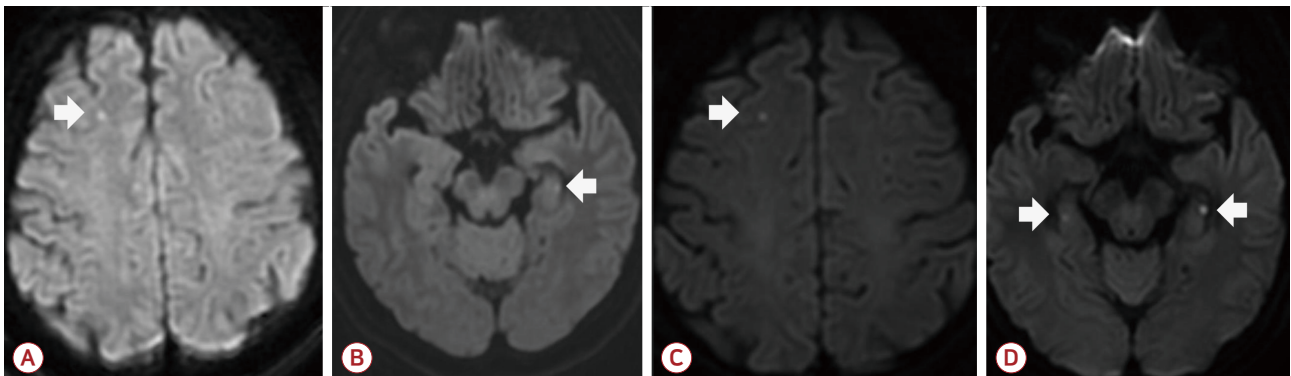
The initial DWI shows focal high signal lesions (arrow) in subcortical area of right frontal lobe (A) and in left hippocampus (B). The follow-up DWI shows focal high signal lesions (arrow) in right frontal lobe (C) and in bilateral hippocampus (D). DWI; diffusion-weighted imaging.
